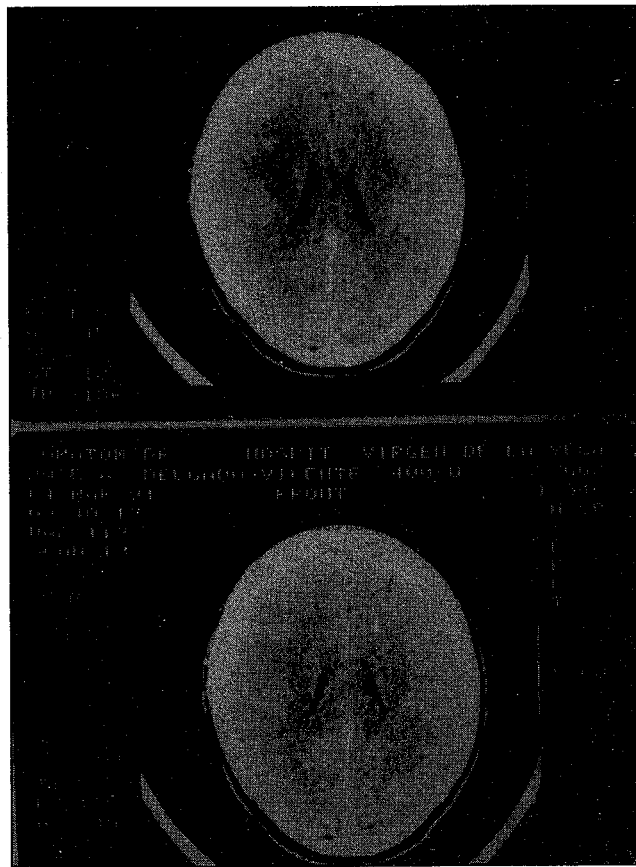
Imágenes TAC sin contraste (arriba) y con contraste (abajo). Mientras que la fase simple es normal, en la fase con contraste se puede ver la imagen puntiforme frontal izquierda que se realza claramente.
